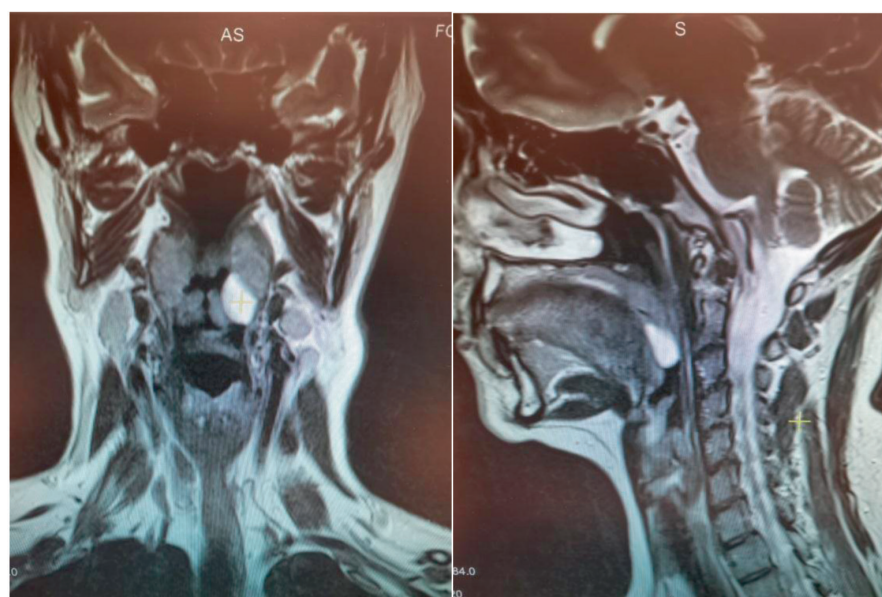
МРТ шеи с контрастным усилением
